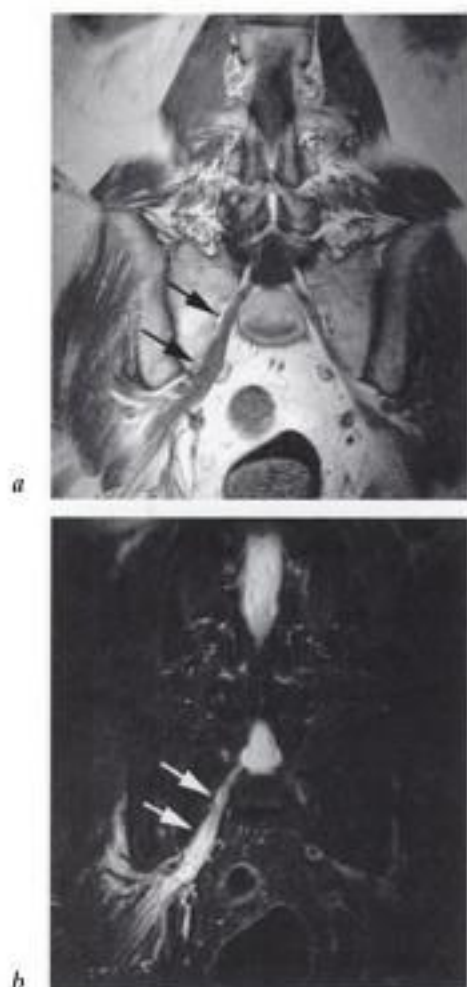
Polyneuropathie chronique inflammatoire démyélinisante CIDP. IRM coupes frontales pondérées a) T1 et b) STIR. Hypertrophie de la racine S1 droite (flèches en a) qui présente un hypersignal en séquence STIR (flèches en b).
